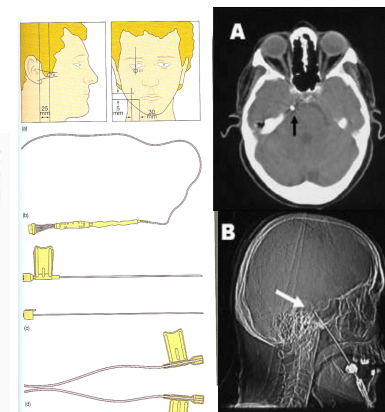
(a) Landmarks for insertion of foramen ovale electrode. The points 1, 2, and 3 are marked on the face as follows: 1, 30 mm lateral and 5 mm above the angle of the mouth; 2, 20 mm anterior to the external auditory meatus; 3, on the lower lip through the midpoint of the pupil. The electrode is inserted through point 1 and aimed through point 3 in the sagittal projection and point 2 in the coronal projection. (b) The electrode consists of a flexible bundle of seven twisted wires (2.5 mm in diameter, each of which has an antireflection section 5 mm long, forming an electrode. The electrodes are disposed in a cylindrical sheath 2.5 mm in diameter. Area of which has an exposed ends a resistance to conductor for electrode to be a differential system. (c) Tracer and cannula for electrode placement. The sharp steel trocar is inserted into the carina. After this has been pushed until the tip of the cannula passing through the foramen ovale, steel trocar is withdrawn and the electrode inserted. (d) The cannula is elevated from the skin and then split in half for pressing the wedge electrode tip in position. (e) Lateral radiograph of electrode in place. (f) Computed tomography scan showing electrode tip in position. from Binnie et al (2003), with permission.
